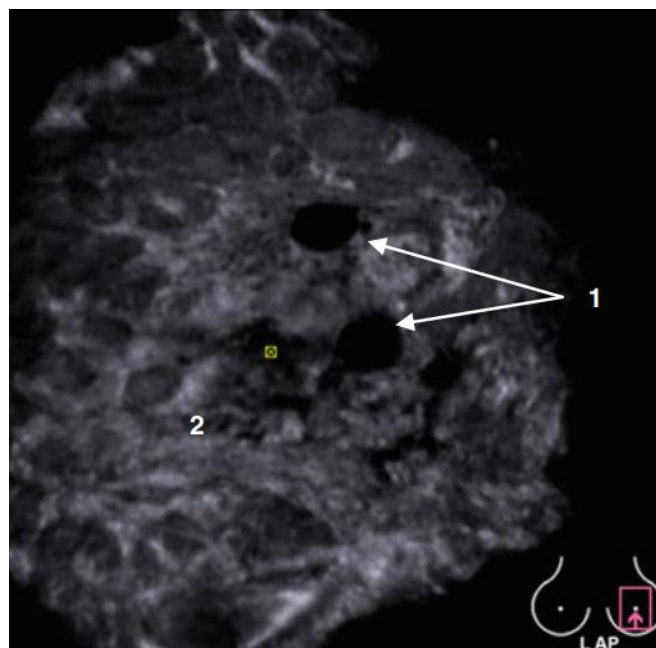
Normalni nalaz dojke u dvadesetogodišnje žene. Preuzeto s: Gazhonova V. 3D Automated Breast Volume Sonography A Practical Guide. 1. Moskva: Springer International Publishing; 2017. 122 str.
